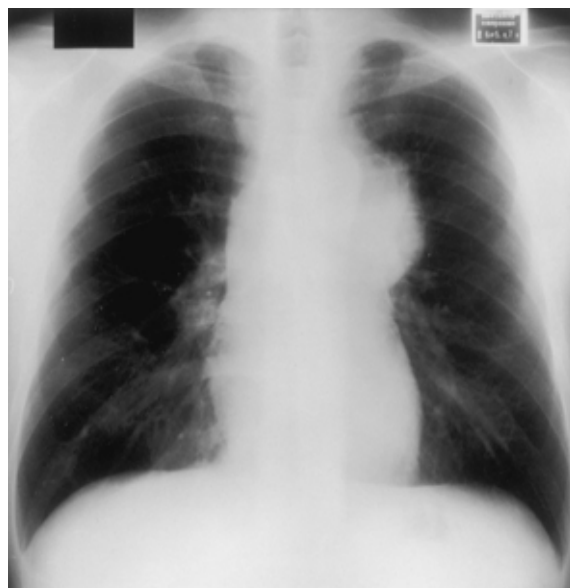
Chest X-ray on admission shows a large tumor in the mediastinum.
